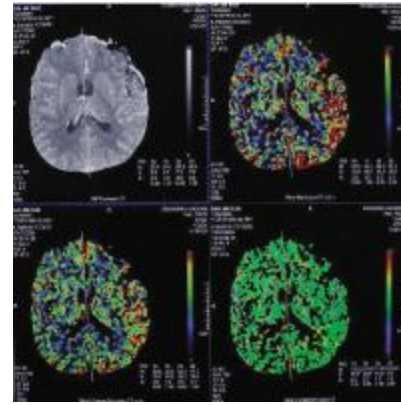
术后第 4 天 CT 灌注示左基底节区 CBF、CBV 均较右侧增加, TTP 缩短, rCBF、rCBV、rTTP 分别为 1.07、1.08、0.98
